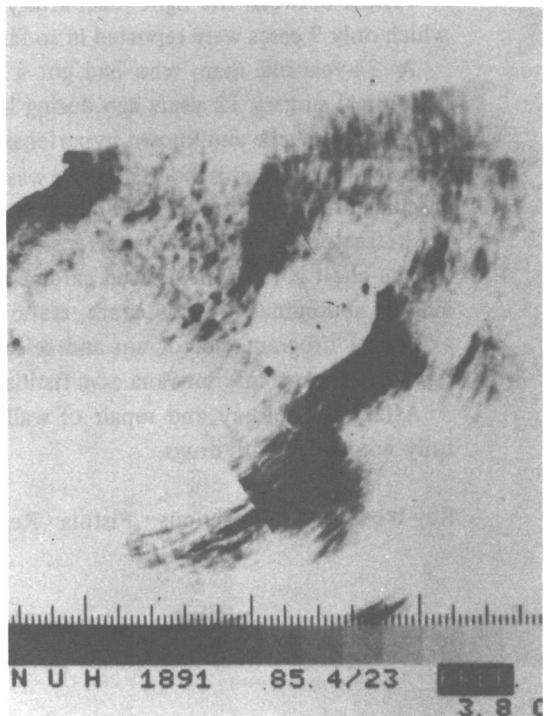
Abdominal ultrasonogram shows dilation of IVC.
